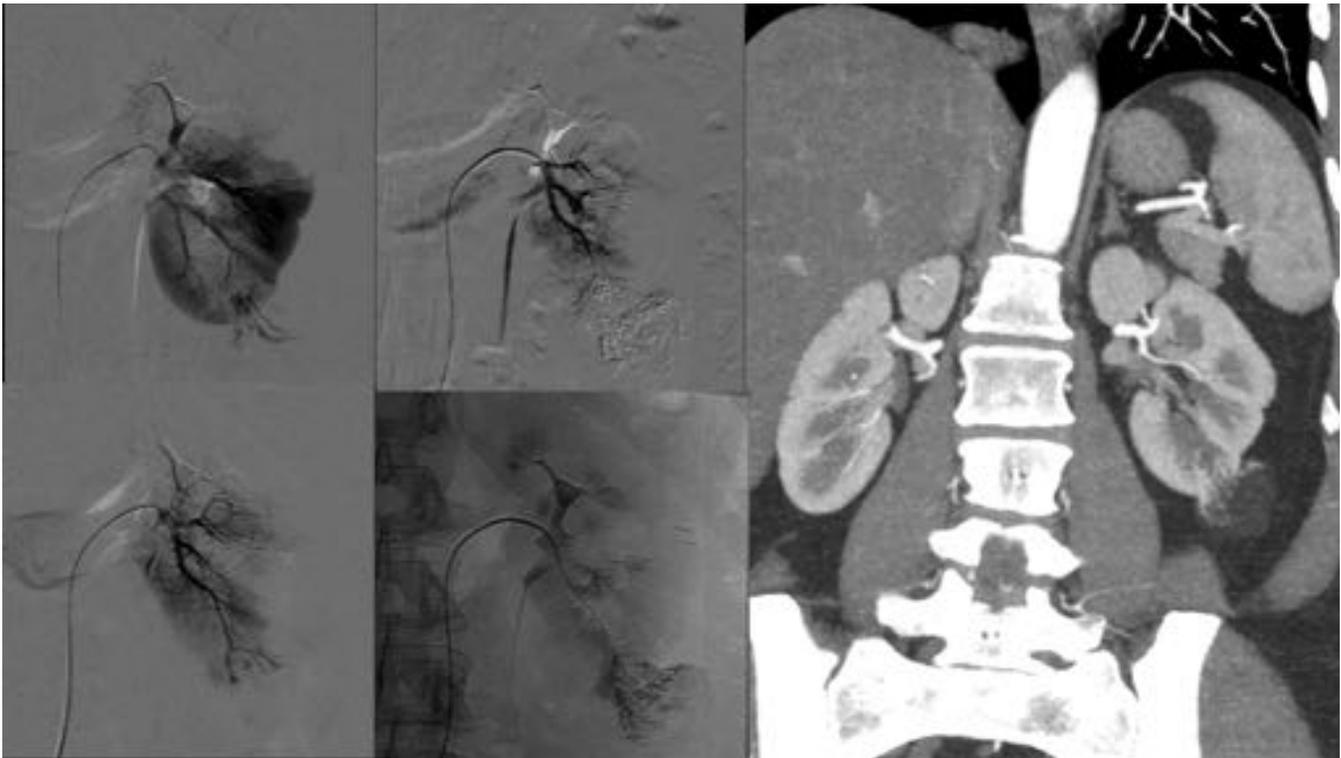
Angiomiolipoma renal incidental izquierdo. Hallazgo incidental de enfermedad de Cacchi-Ricci. Embolización supraselectiva con glue-bran con lipiodol (3/1). TC abdominal de control mostrando marcada disminución de tamaño con escaso componente vascular residual.
